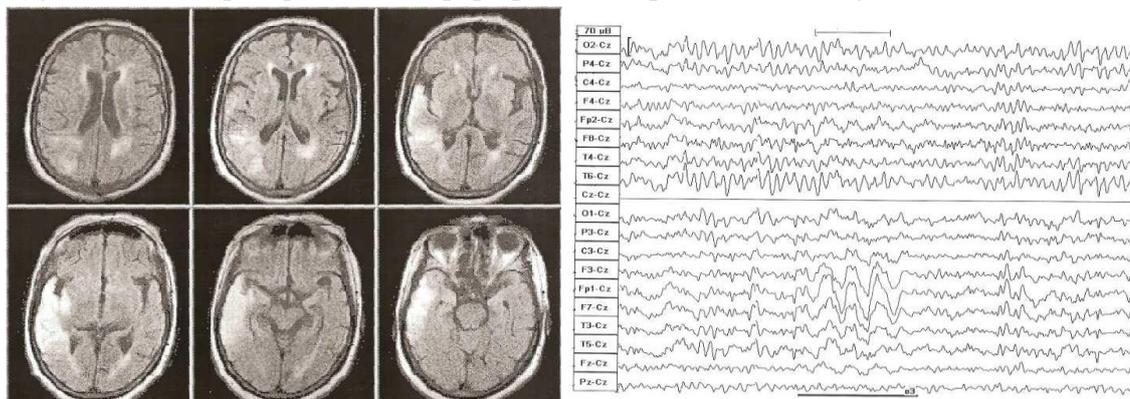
МРТ (Больная П., 73 года).
